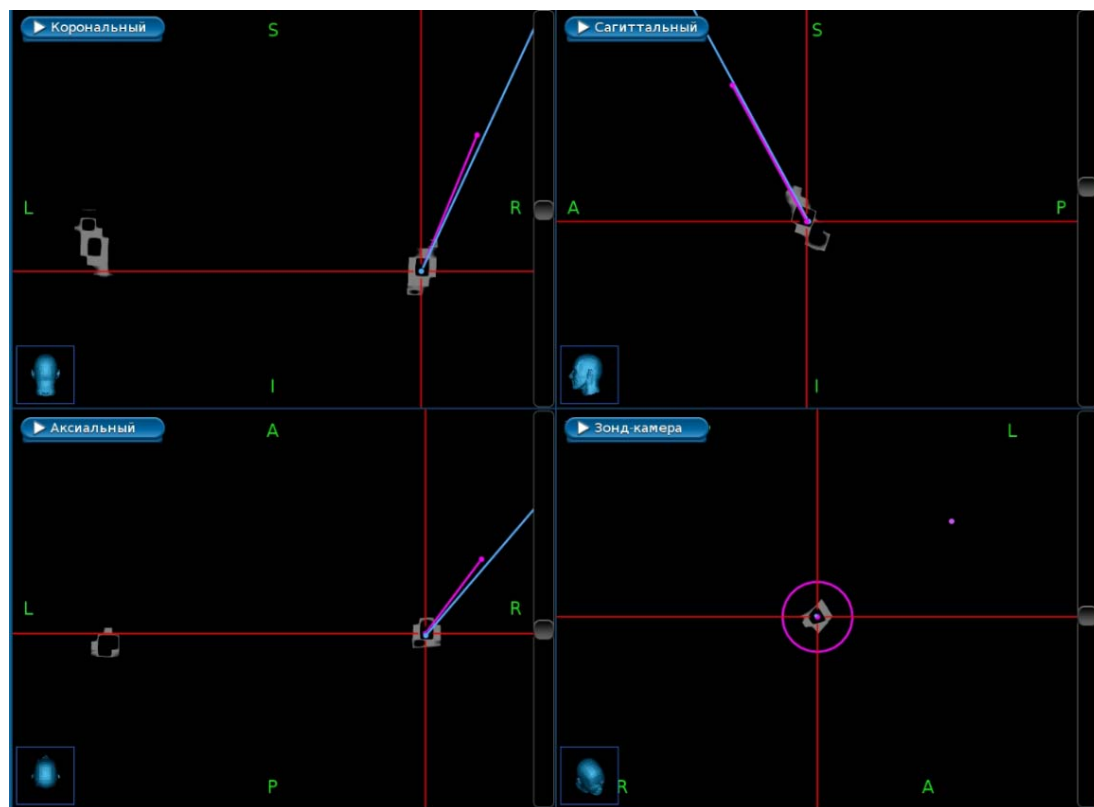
Визуализация артефакта от электрода на контрольной послеоперационной КТ. Изображение со станции планирования. Контрольная КТ загружена на станцию и совмещена с дооперационными и интраоперационными последовательностями. Голубым цветом выделена расчетная траектория, фиолетовым – реальная. Контакты электрода выглядят как гиподенсные участки внутри гиперденсного артефакта
